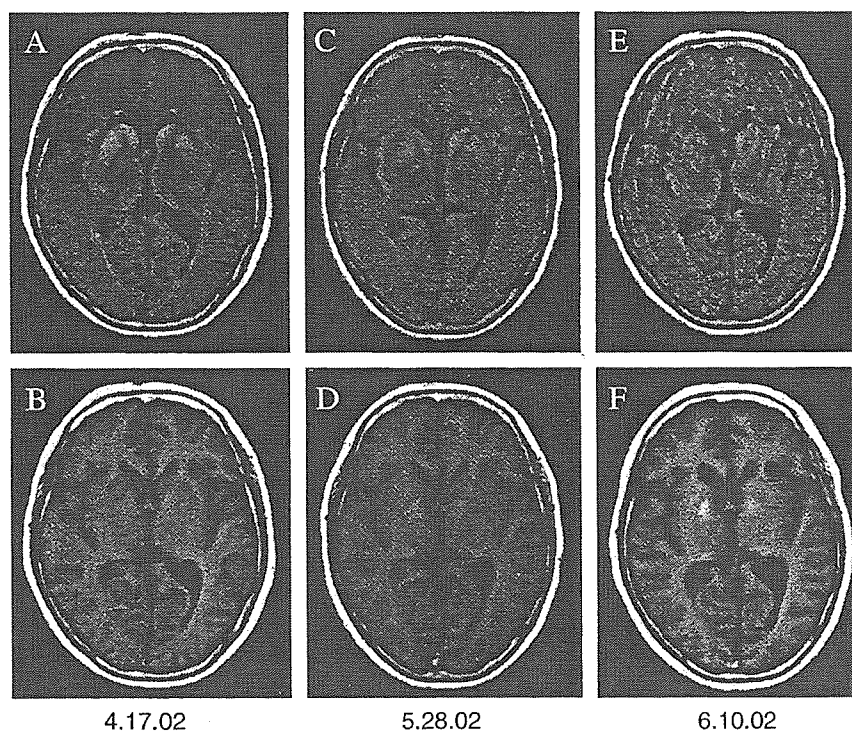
Magnetic resonance imaging of the brain with serial fluid-attenuated inversion recovery (FLAIR) and T1-weighted imaging (T1WI). (A) and (B) were performed at admission, (C) and (D) at approximately 1 month, and (E) and (F) at 2 months after admission. (A) Hyperintense signals in the bilateral basal ganglia on FLAIR image. (B) Normal T1WI. (C) Slightly decreased hyperintense signals in the bilateral basal ganglia on FLAIR image. (D) Bilateral spotty hyperintense signals in the globus pallidus on T1WI. (E) No significant signal change in FLAIR (compared with FLAIR image at 1 month), but artifact prevented precise evaluation. (F) Increased signal intensity in the globus pallidus on T1WI (more apparent than at 1 month).
